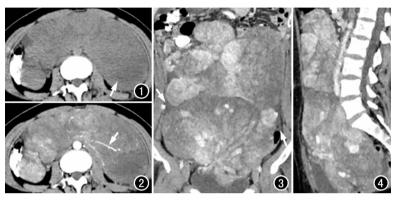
CT 平扫示腹腔巨大占位,密度较均匀,局部可见斑片状稍低密度影(箭),CT 值 25~41HU。 图 2 增强动脉期图像,显示病灶呈不均匀斑片状强化,其内可见走行僵直的血管影(箭)。 图 3 增强延迟期冠状面图像,显示腹腔、盆腔巨大占位呈不均匀明显强化,各病灶强化方式相似,腹腔内肠管明显受压移位,病灶边缘可见少量腹水(箭)。 图 4 增强延迟期矢状面图像,显示肿瘤呈不均匀明显强化,3个肿瘤病灶的强化方式相似。
